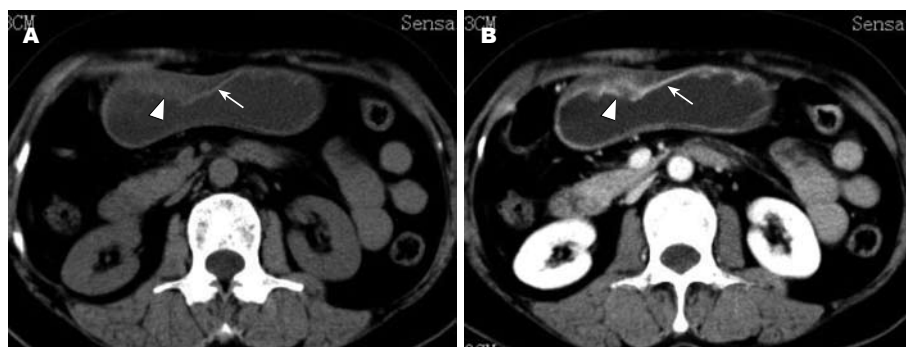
节段型原发性胃淋巴瘤CT图像. A: 平扫; B: 增强扫描静脉期(箭头完整黏膜, 箭头示破坏黏膜)
